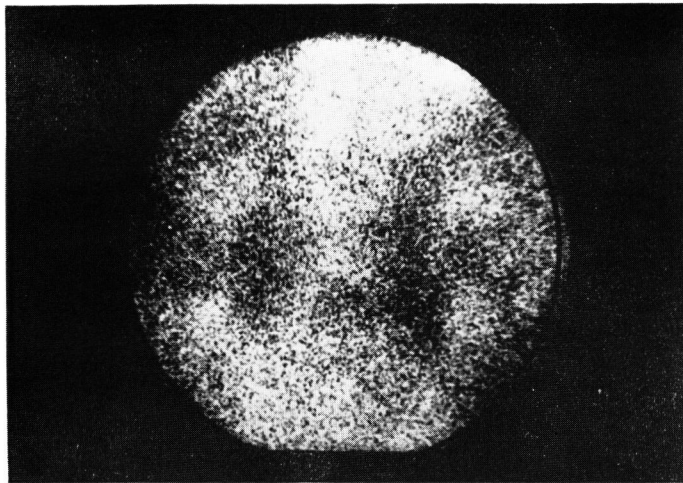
^{99m}Tc -DMSA renal scintigraphy of 48-year-old man with renal insufficiency due to polycystic kidney
